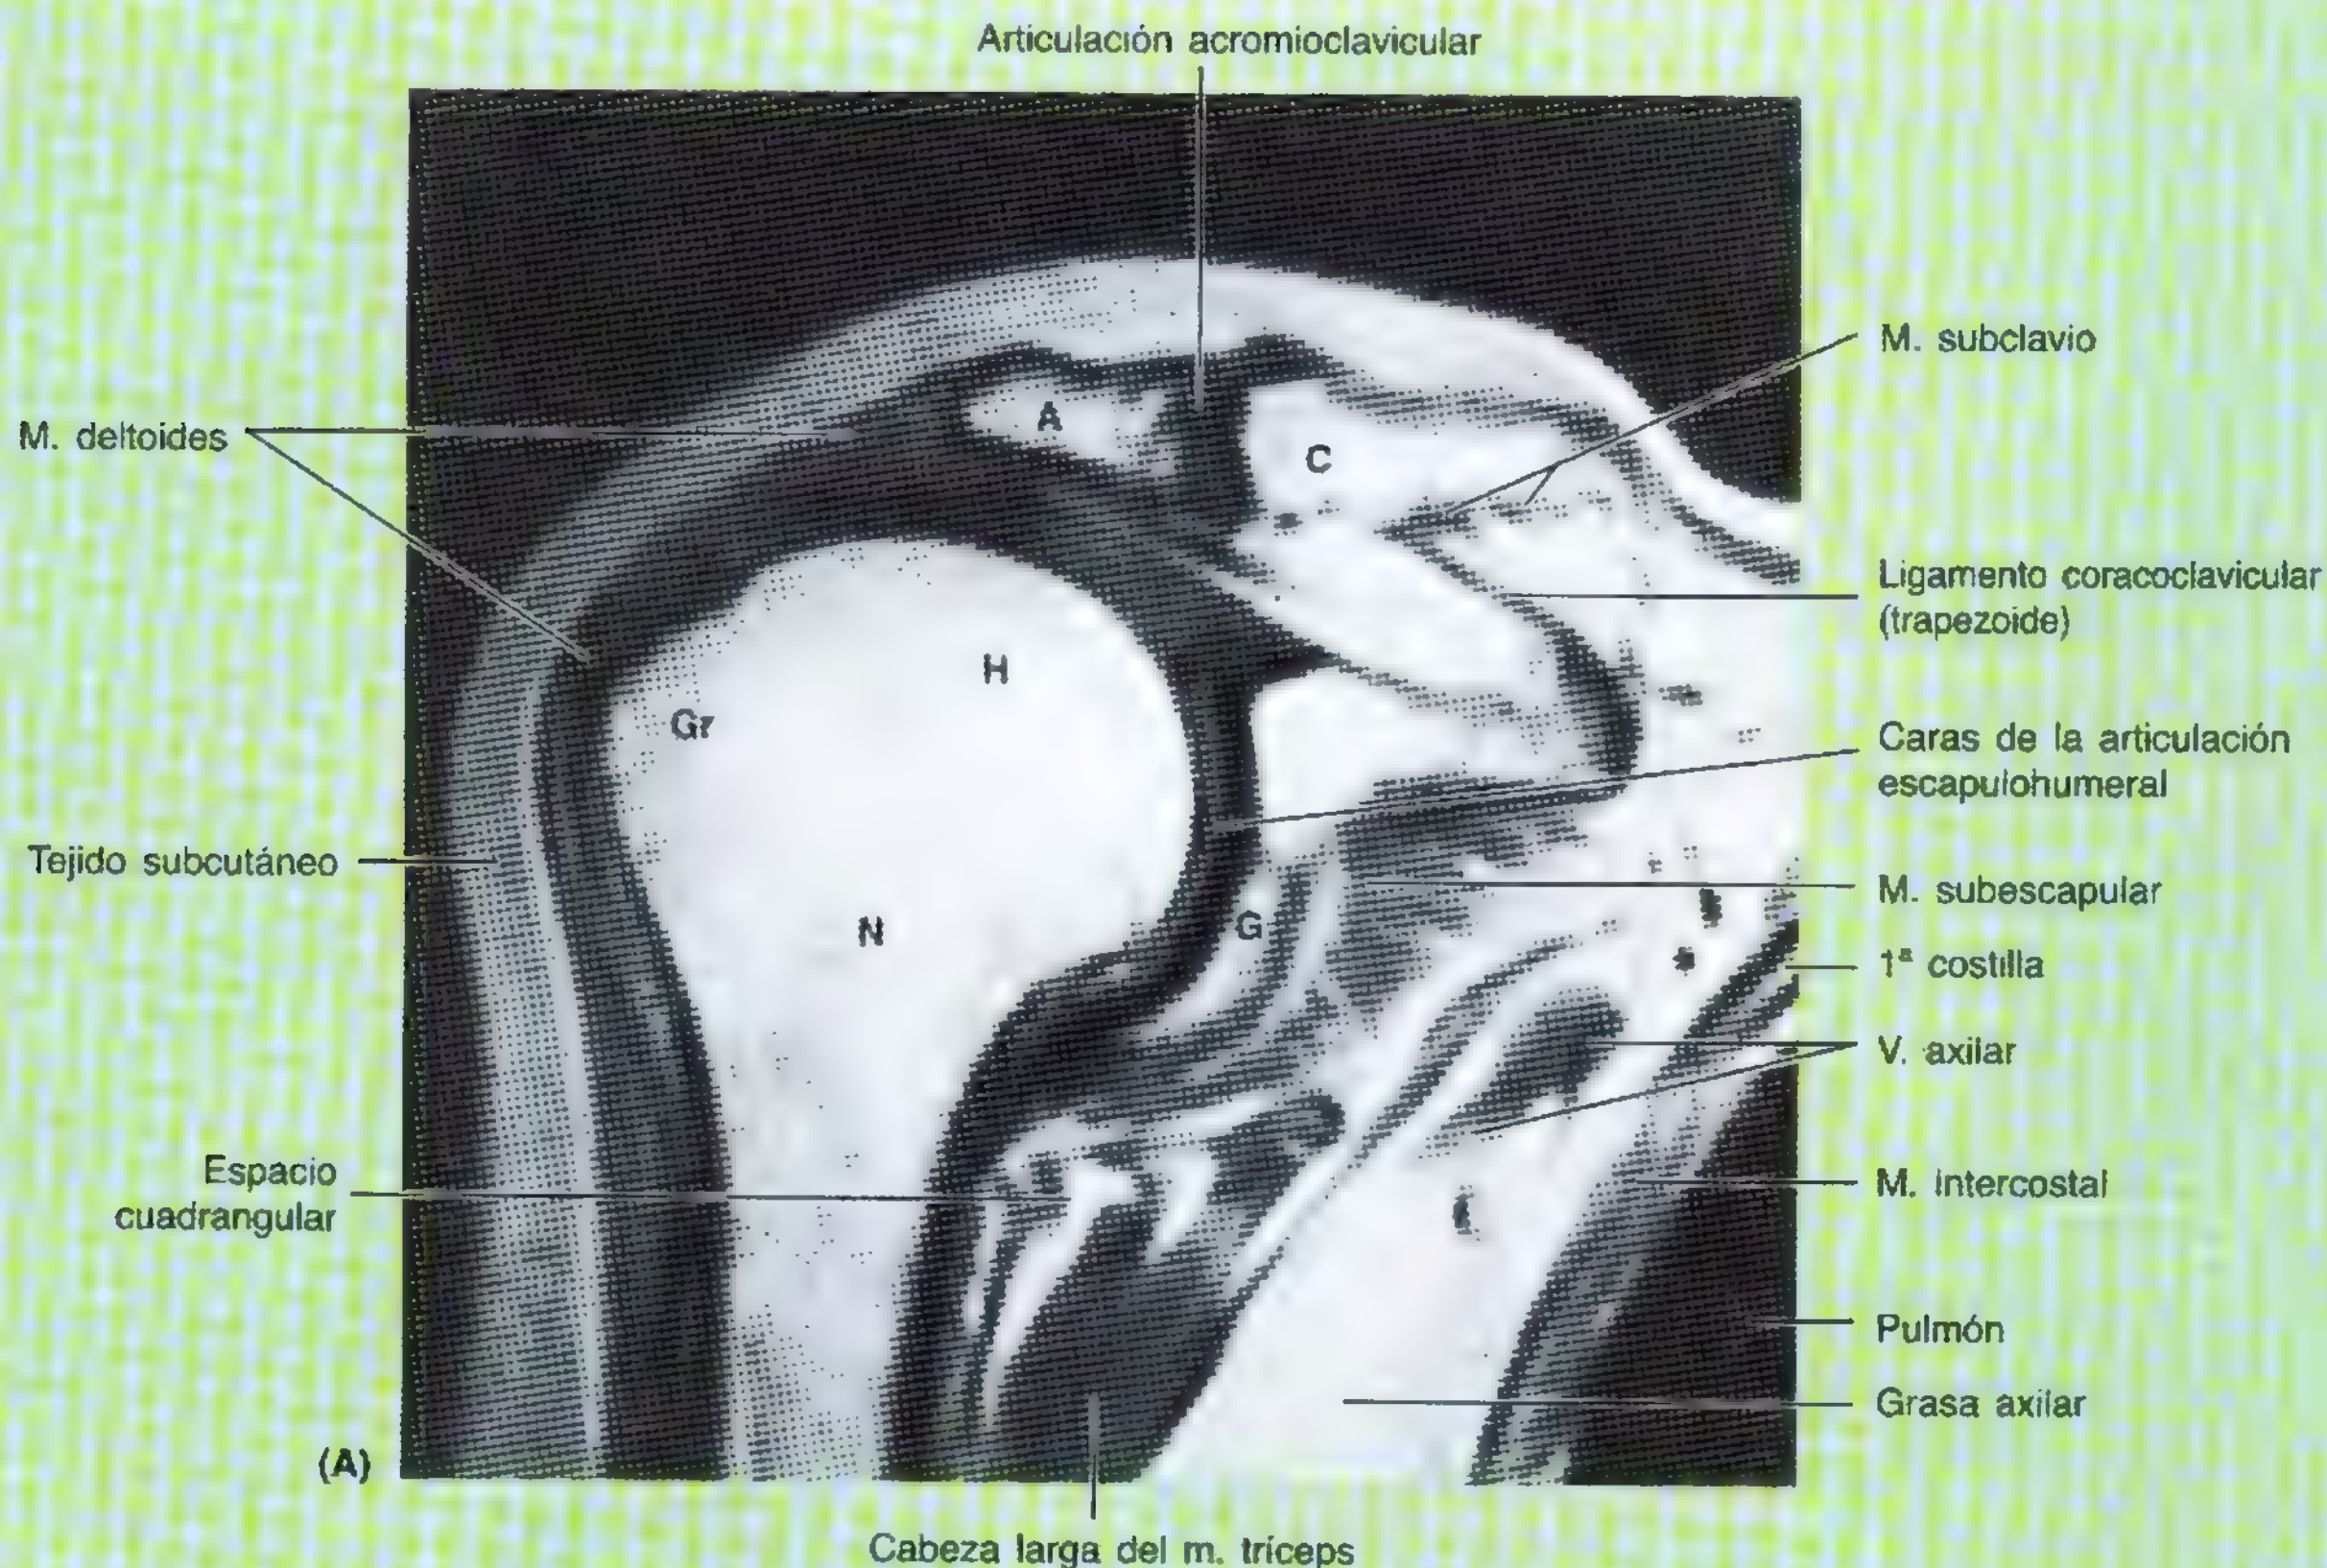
RM del miembro superior. A. RM coronal de las articulaciones escapulo-humeral y acromio-clavicular (AC). Las partes "blancas" (señal intensa) de los huesos identificados constituyen la matriz adiposa del hueso esponjoso; los contornos negros y finos (ausencia de señal) de los huesos representan el hueso compacto de la cara exterior. A: acromion; C: clavícula; Gr: tubérculo mayor del húmero; N: cuello quirúrgico del húmero; G: cavidad glenoidea; H: cabeza del húmero. B. RM sagital del codo.
